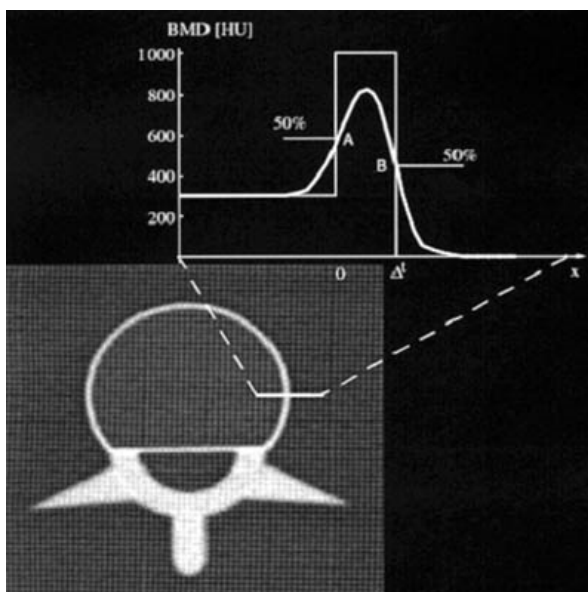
Анализ КТ-денситограммы фантома тела позвонка L1 для определения BMD [9]
